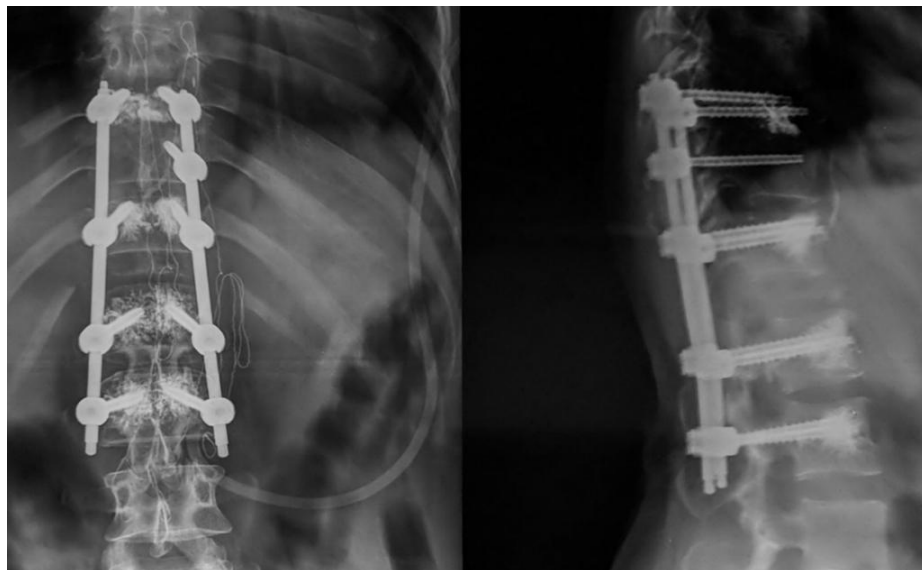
Рентгенограммы в прямой и боковой проекциях пациентки Ш., 40 лет, после операции. Чрескожная транспедикулярная фиксация Th9-Th10-Th11-L1-L2 с установкой винтов на цемент, коррекция кифотической деформации, декомпрессивная ламинэктомия Th12, резекция опухоли, циркулярная декомпрессия дурального мешка
